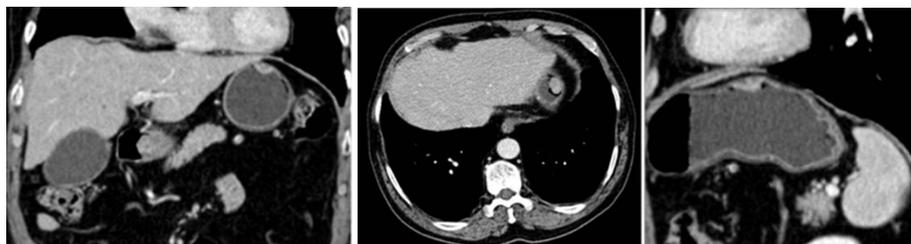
Lesiones gástricas frecuentes, con su representación en estudios de imagen, de tomografía computada y contrastados bajo guía fluoroscópica.
